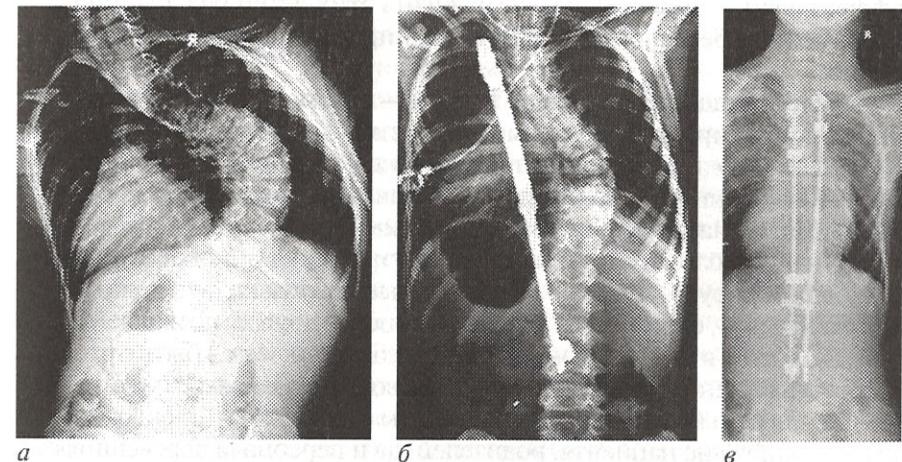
Рентгенограммы: *а* — очень тяжелый синдромальный сколиоз у шестилетнего ребенка; *б* — первый этап лечения позволил существенно уменьшить деформацию позвоночника; *в* — в возрасте 12 лет произведен окончательный этап лечения
